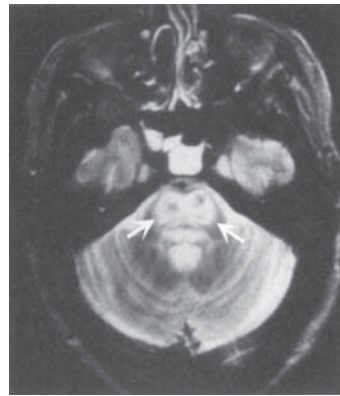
Mielinoliză pontină centrală. RMN- T2 axial la nivelul pontin evidențiază o arie simetrică de hiperintensitate anormală a semnalului la baza punții (săgeți).
